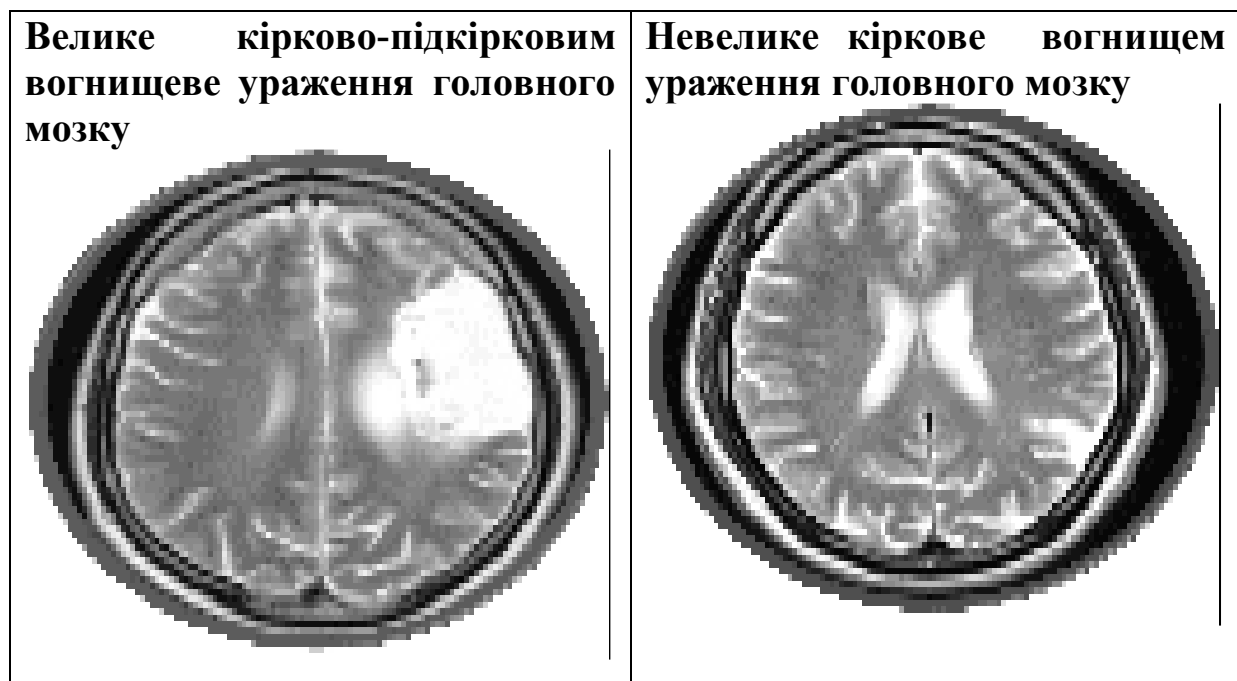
МРТ головного мозку пацієнтів з кірковими та кірково-підкірковими ураженнями головного мозку
